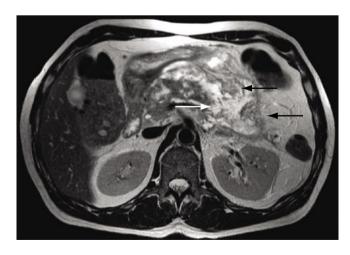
МРТ Т2 ВИ позволяет дифференцировать некроз жировой клетчатки зоны гипоинтенсивного MP – сигнала (черные стрелки) и скопления жидкости с гиперинтенсивным MP – сигналом (белая стрелка)
